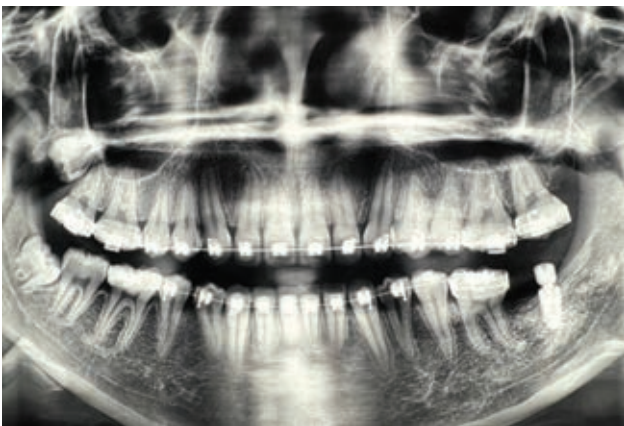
Ortopantomografía de la zona operada posterior a seis meses de la colocación del implante.
